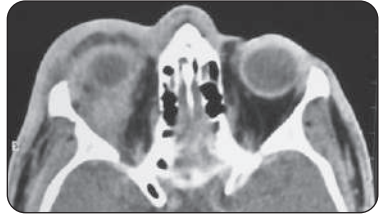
TDM en coupe axiale d'une cellulite orbitaire droite
